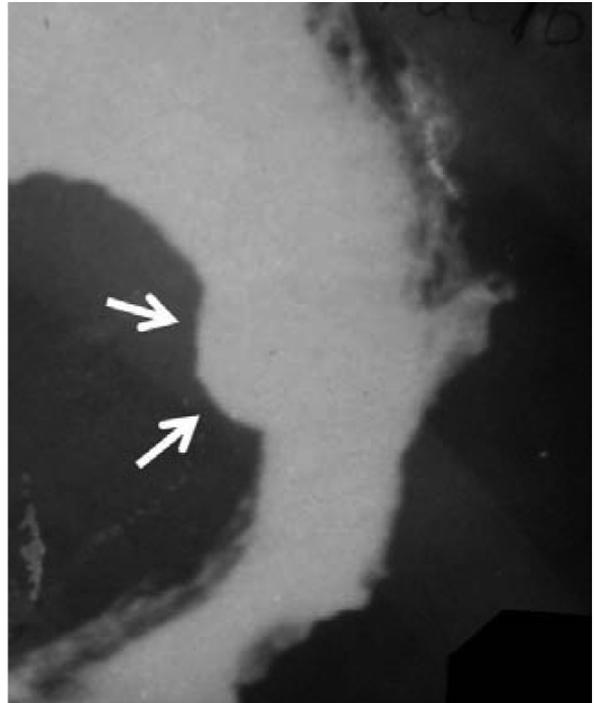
Больная Х., 27 лет. На обзорной рентгенограмме желудка, произведенной в первой косой проекции определяется микрогастрия с наличием плоской язвы по задней его стенке
